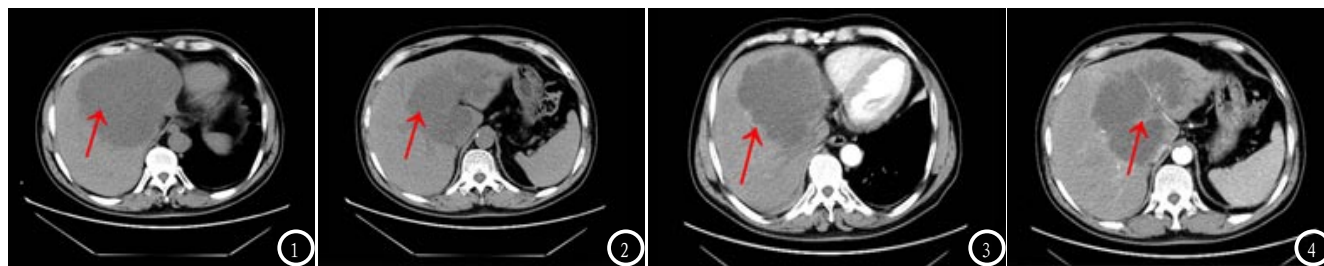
肝左叶胆管细胞癌MSCT影像。MSCT平扫时，横断面显示肝左叶一巨大占位(箭头所指)，大小约142mm×117mm，CT值约为33HU(图1-2)；动脉期横断面示病灶边缘轻度强化，门静脉左干及其分支受侵犯呈枯树枝样改变(箭头所指)(图3-4)。
